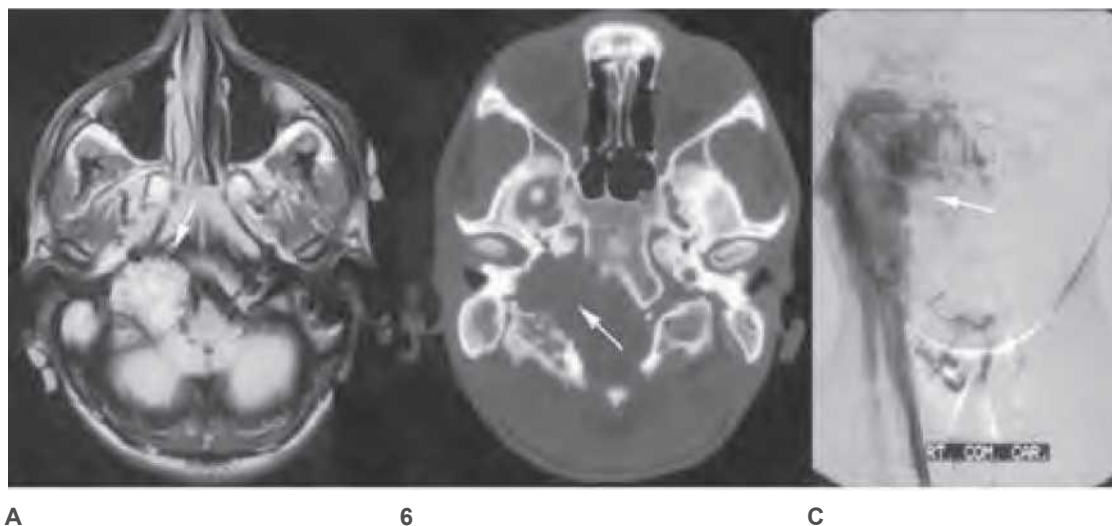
Paraganglioma yugulotimpánico. A. Imagen axial por imagen por resonancia magnética (MRI) ponderada en T1 contrastada con gadolinio que muestra una masa con reforzamiento fuerte en el bulbo yugular que se extiende intracranalmente hacia el ángulo pontocerebeloso (flecha). B. Tomografía computarizada al mismo nivel que muestra destrucción ósea significativa del hueso temporal y de la canaladura basilar (flecha). C. Vista coronal de un angiograma que muestra un tumor muy vascularizado, el cual se extiende desde la base del cráneo en dirección inferior hacia la región superior del cuello. Esta masa se embolizó antes de la resección quirúrgica.
